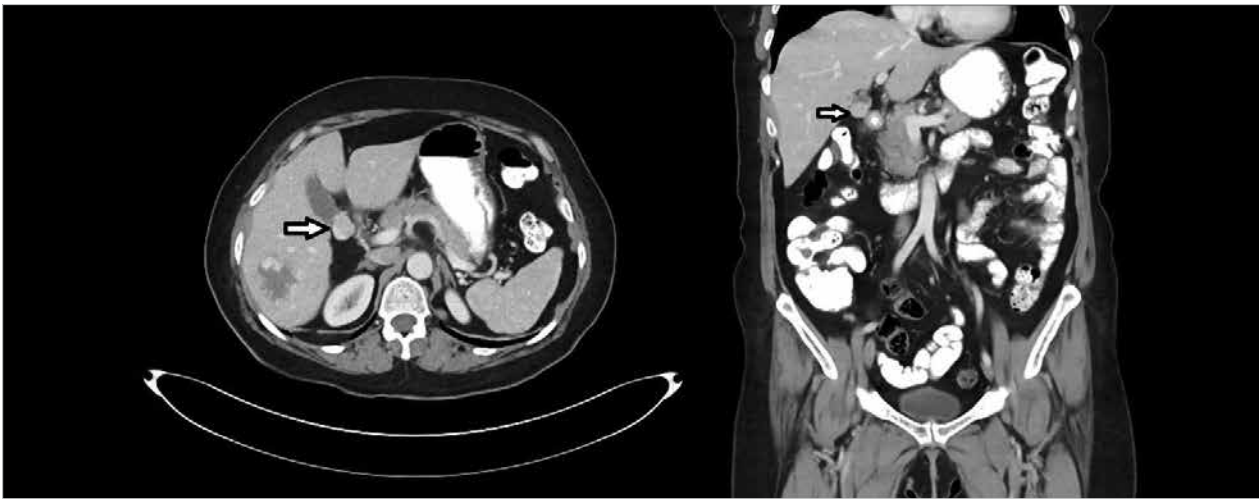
Computed tomography images of mass in the neck of gallbladder
